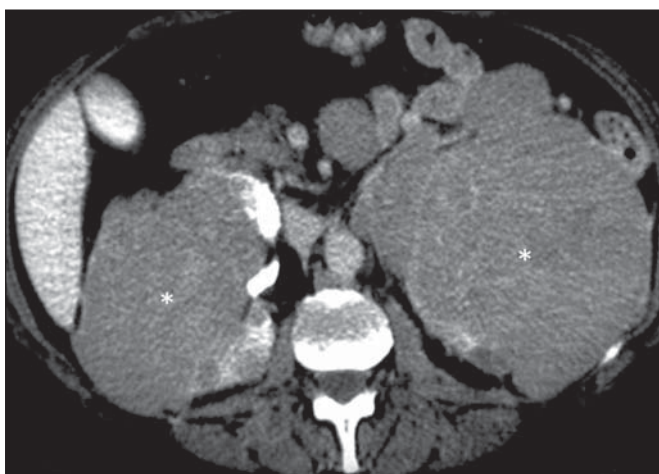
Linfoma renal primário. TC de abdome com contraste no plano axial demonstra massas volumosas discretamente heterogêneas e com pouco realce pelo contraste (asteriscos) infiltrando os rins e o espaço retroperitoneal.
